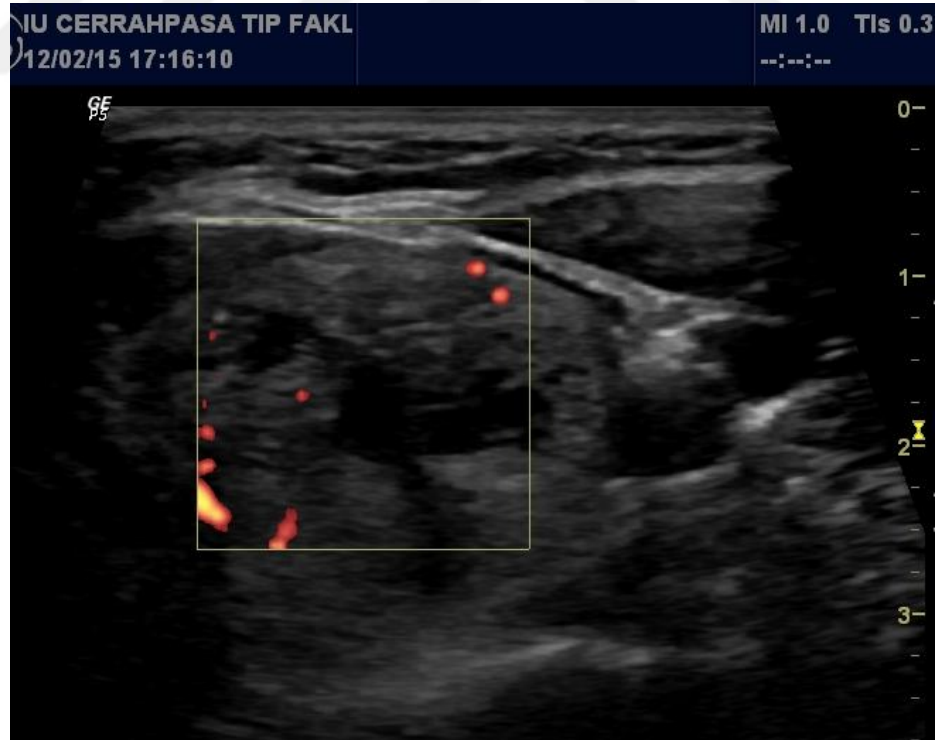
Sırtüstü yatar pozisyonda tiroid bezi ultrasonografik inceleme
